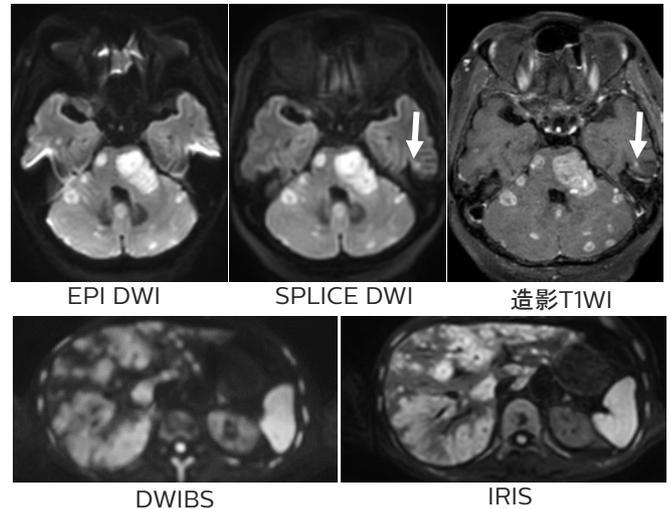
SPLICE-DWIとIRIS-DWI
